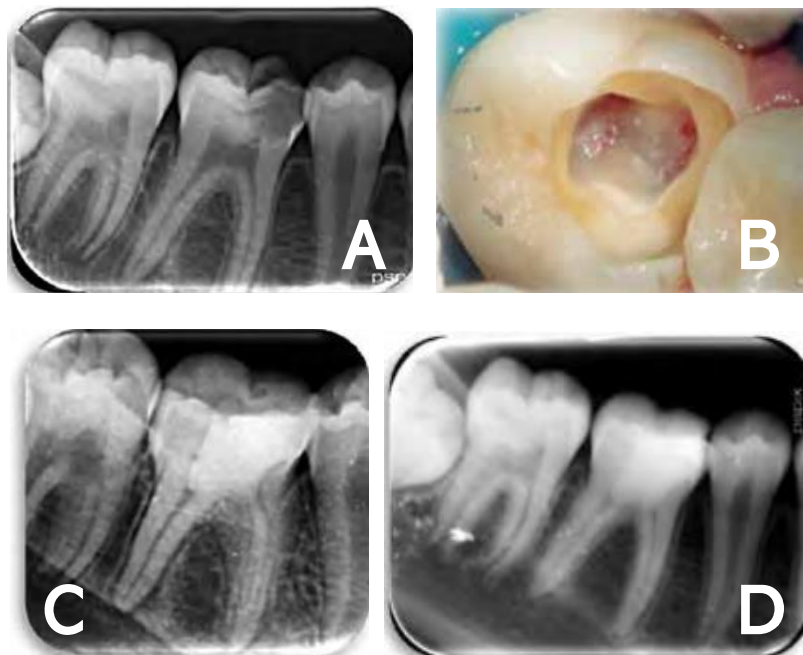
A) Radiografía inicial donde se aprecia caries profunda. B) Retiro de pulpa cameral, se observa la entrada de los conductos. C) Radiografía final con Biodentine. D) Radiografía control a los 12 meses, la px se encontro asintomatica.²²
